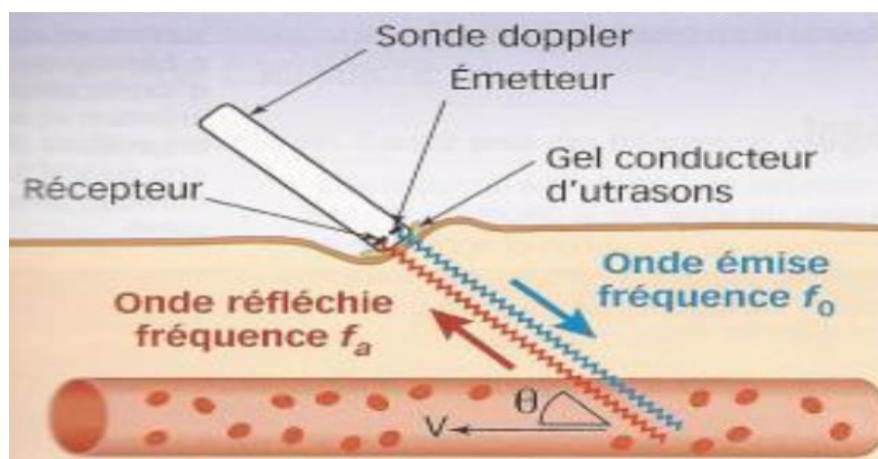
Principe de l'effet Doppler (Randle, 2013)
